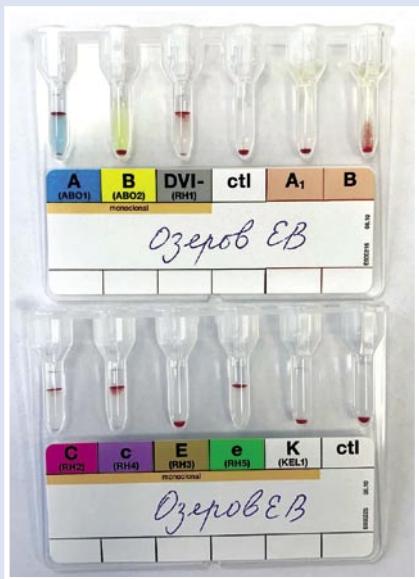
Трансфузионная химера по А и Д.
